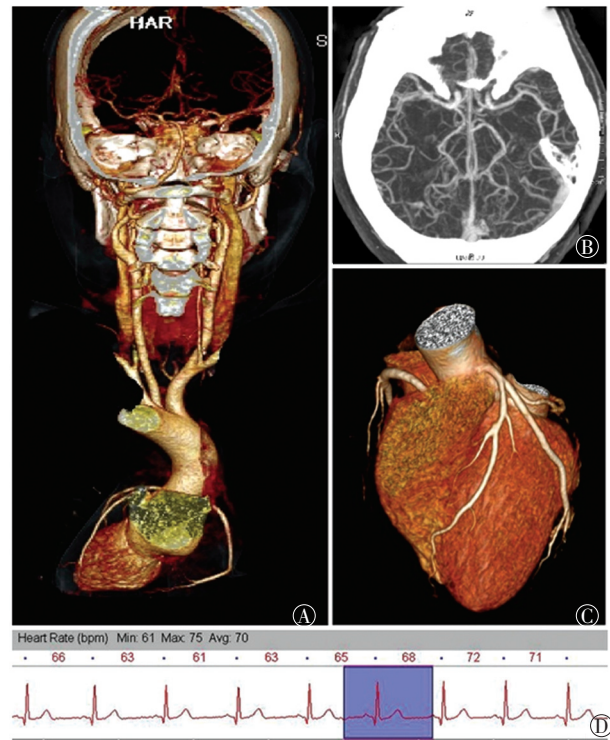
第二代双源 CT 行心脑血管一体化成像典型病例图 患者女性, 43 岁, 有心脑血管疾病易患因素, 无临床症状。图中, A: 一体化成像容积再现图; B: 头颈部血管去骨重建最大密度投影图; C: 冠状动脉成像容积再现图。D: 心电门控图显示扫描时平均心率 70 次/min。造影剂用量为 60 mL, 扫描时间为 0.88 s, 剂量长度乘积为 190 mGy·cm, 有效辐射剂量为 1.180 mSv。冠状动脉图像质量主观评分为 1 分, 头颈部血管图像质量主观评分为 1 分。
